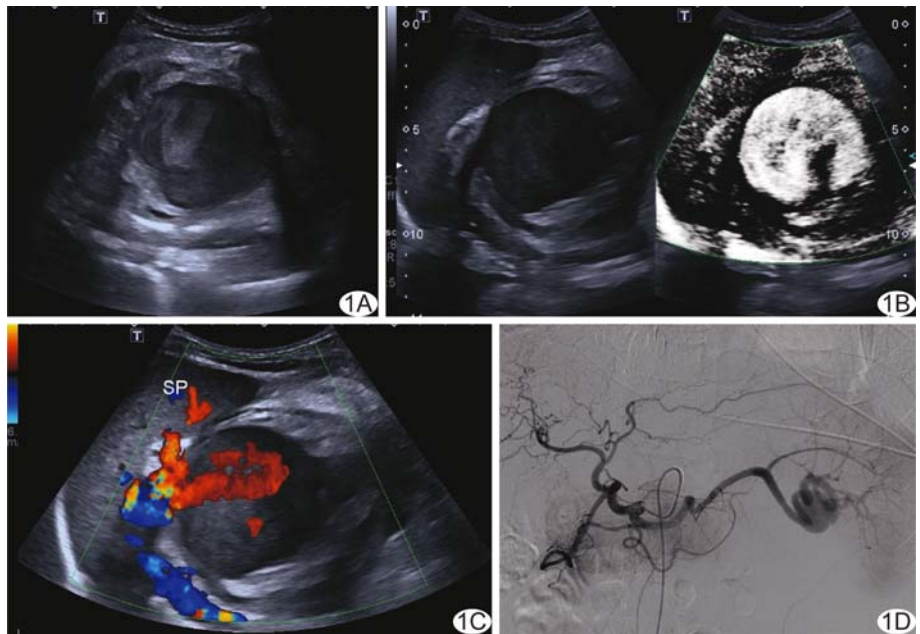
SAPA 影像学表现 A. 二维超声示左上腹脾门区中等回声肿块, 内囊性回声, 透声不清晰; B. SMI 示囊性回声内沿瘤腔壁漩涡状血流信号; C. CDFI 在瘤体脾侧探及血流信号, 病变与脾侧脾动脉关系密切; D. DSA 示造影剂外渗入囊腔
